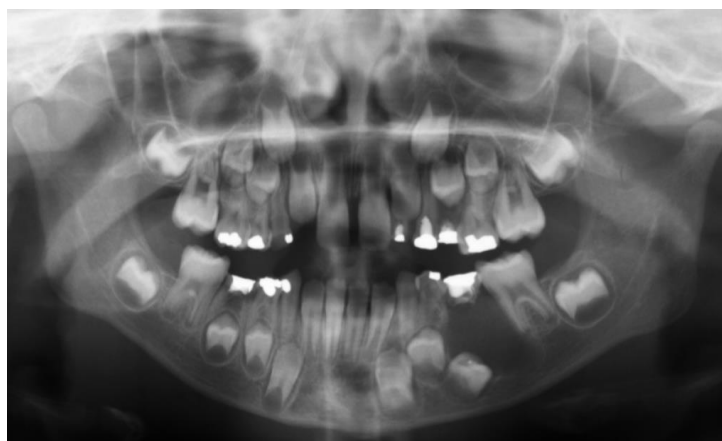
Radiographie panoramique montrant un kyste dentigère en rapport avec la dent n°35 (10)
